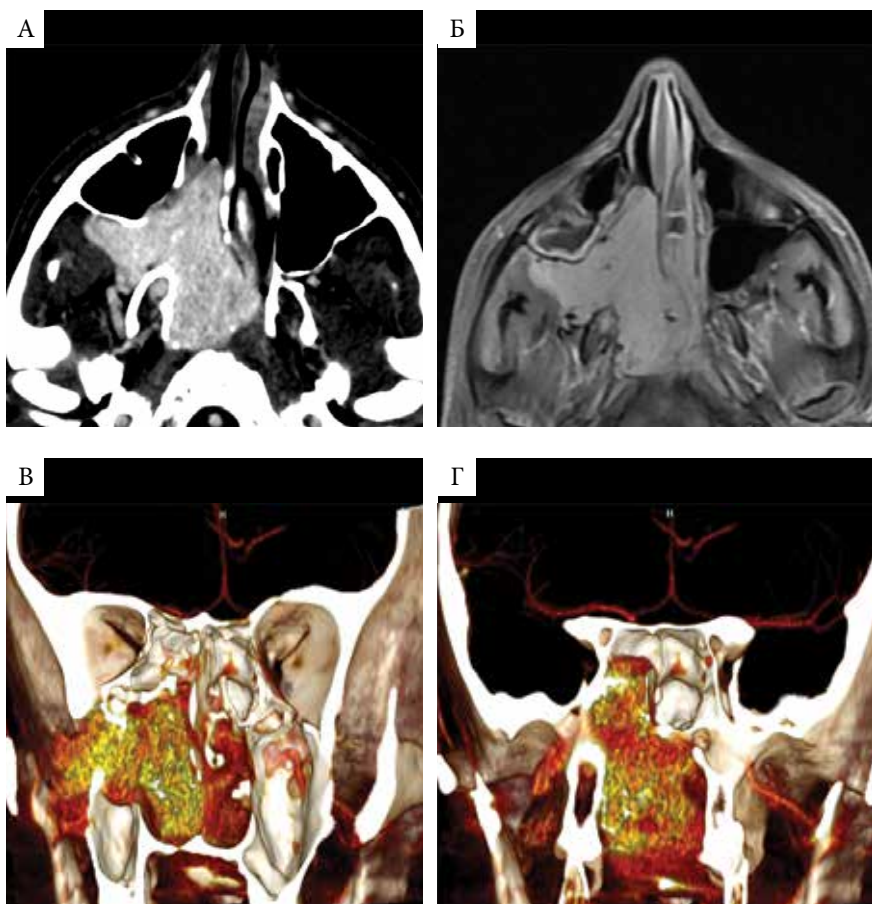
ЮАОЧ IV–V стадии с интракраниальным, интраорбитальным и латеральным распространением в крылонебную и подвисочные ямки: А – КТ-перфузия, аксиальная проекция; Б – МРТ с контрастом, T2-режим, аксиальная проекция; В, Г – КТ-3D-реконструкция в программе Inobites, коронарная проекция
